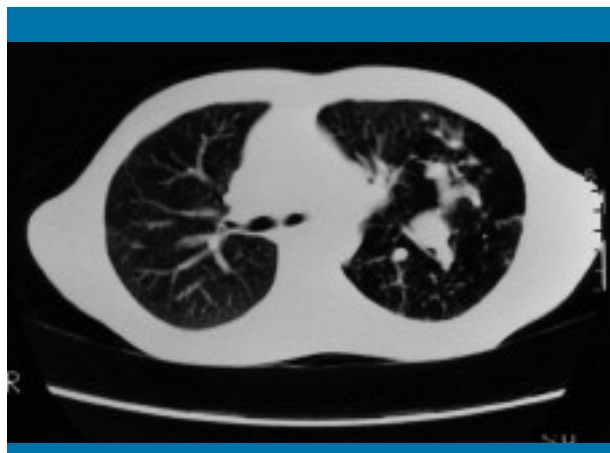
Sección de TC torácica: hiperaireación del pulmón izquierdo con escasa definición del árbol bronquial y vascular. Existen imágenes confluentes sugestivas de retención de secreciones bronquiales
